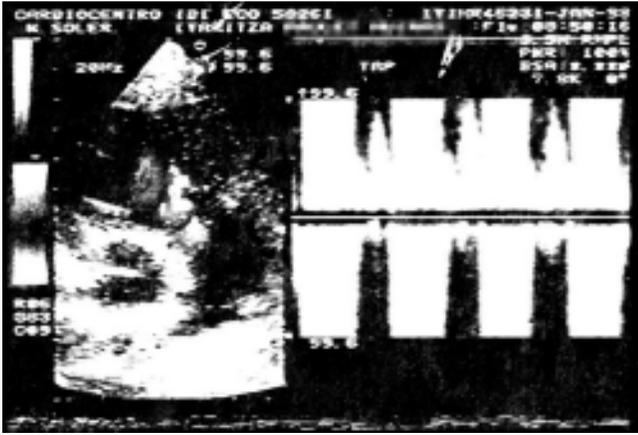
Efecto Doppler. Flujo turbulento.
